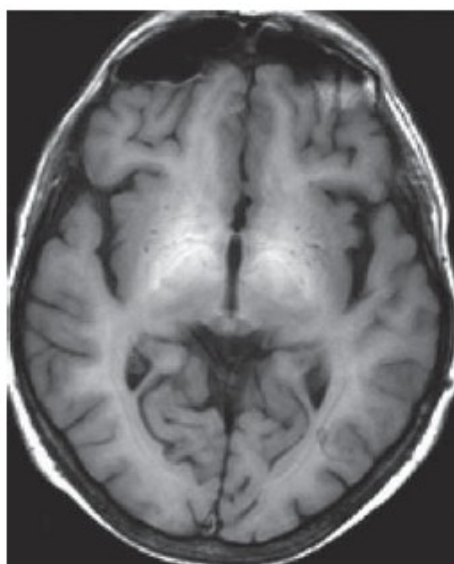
RM de um paciente com EH. Hiperintensidade do sinal T1 do globus pallidus. (Adaptado de: Mas, 2006)
